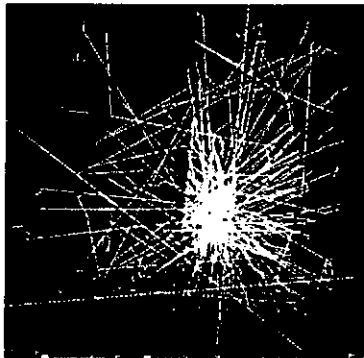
PET 検査介助職員の被ばく線量シミュレーションおよび廊下を移動する患者から放出される消滅光子の飛跡
